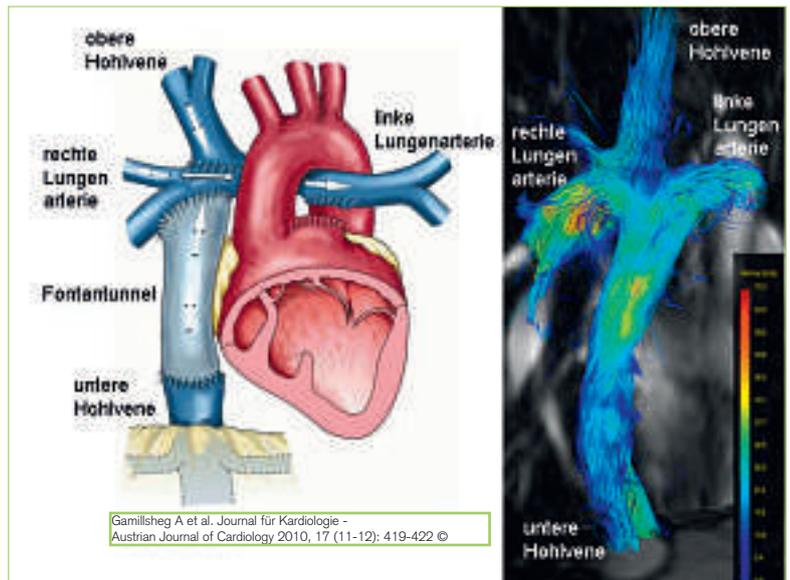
Fontankreislauf mit extrakardialen Tunnel (links Anatomie nach Gamillscheg et al, Austrian J Kardiologie 2010;17 (11-12): 419-422, rechts 4D Fluss MRT UKM), helikaler Fluss.
